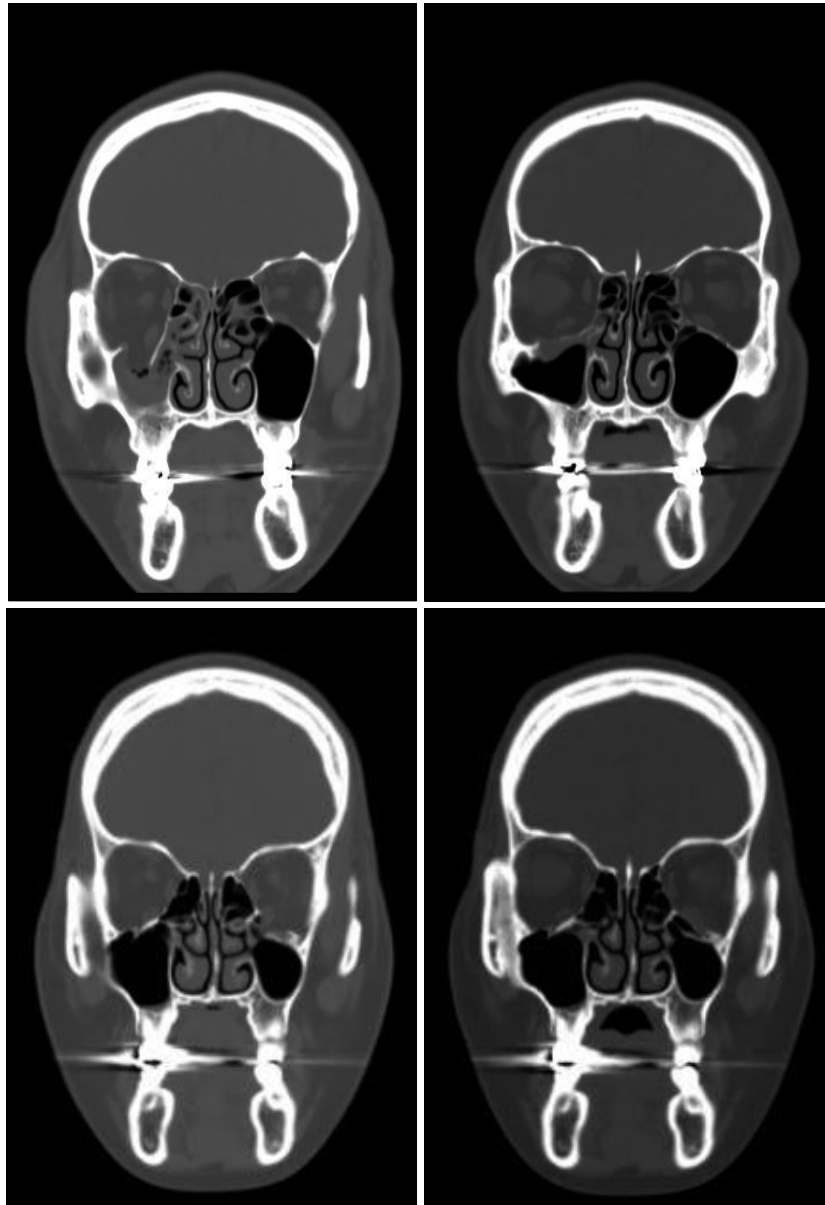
(Above, left) Preoperative CT of patient No. 1 (coronal view). (Above, right) 6 months postoperative view of patient No. 1. (Below, left) Preoperative CT of patient No. 2 (coronal view). (Below, right) 5 weeks postoperative view of the same patient.
